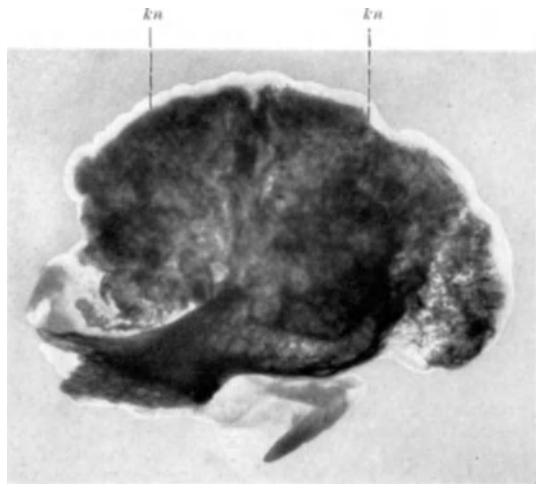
Exostose der Abb. 72a und 72b im Röntgenbild. Lagerung entsprechend Abb. 72b. Außen tritt die kartilaginäre Schicht (kn), darunter die breite unregelmäßige knöcherne Schicht und innen der Übergang in den knorpeligen Knochen hervor.
